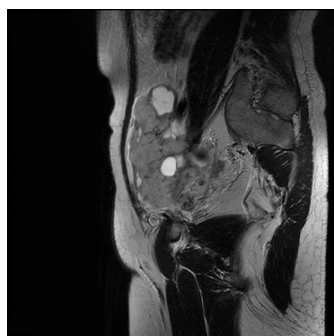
2 МРТ органов малого таза (без контрастирования): кистозные образования трансплантата почки
